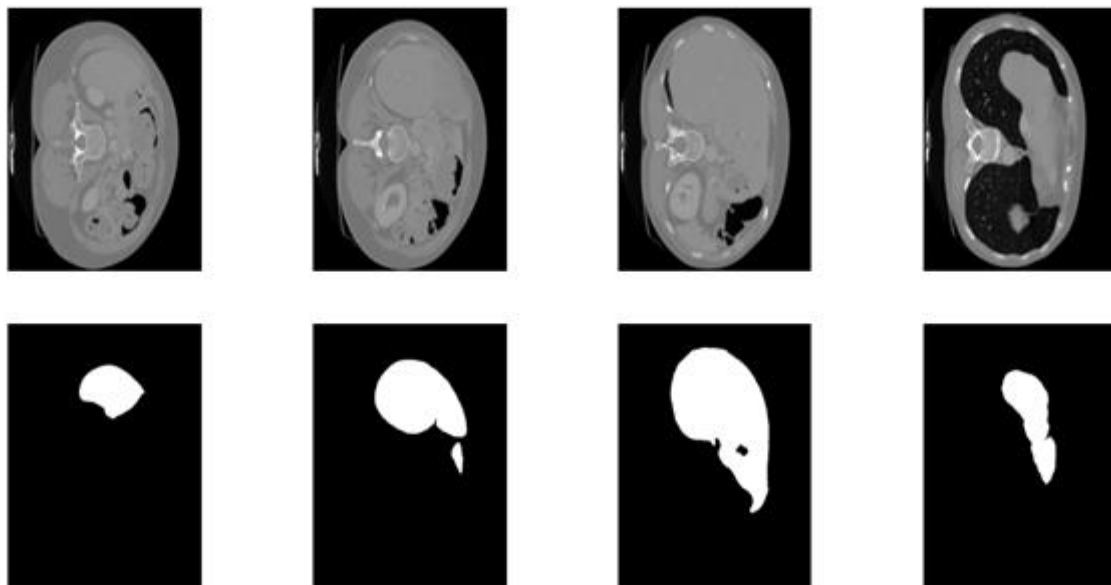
4Images CT abdominales de la base de données « 3D-IRCADb »avec l'annotation de l'expert en dessous de chaque image source.
